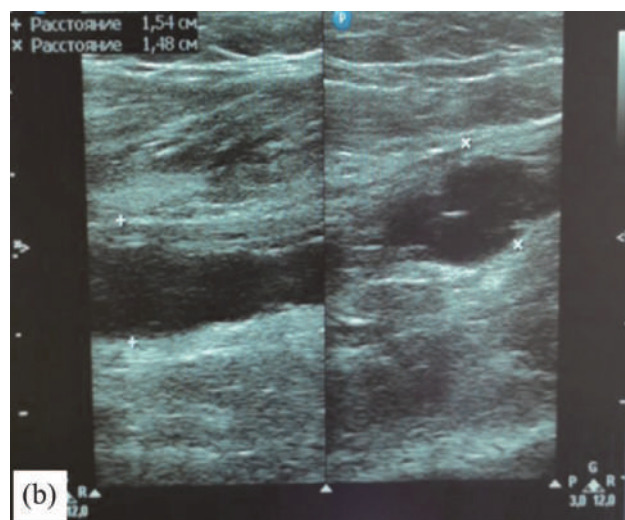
Ultrasound examination of the soft tissues of the thigh of the lower limbs, longitudinal image. Bulky formation of soft tissues of the thigh of the right lower limb
